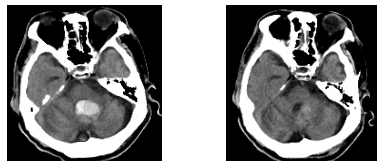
CT 画像 H26.6.18 H26.8.14
